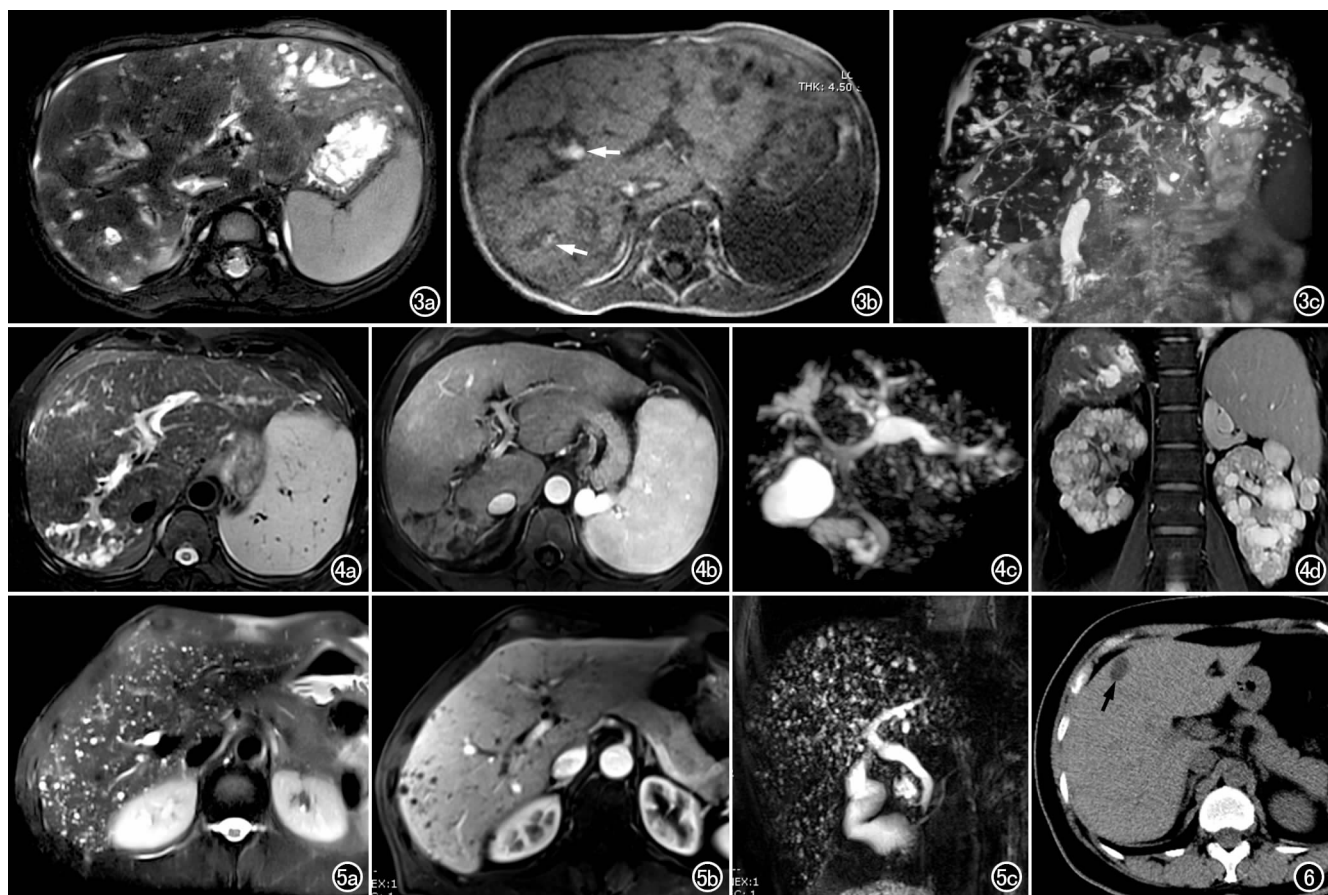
Caroli 病(I 型)。a) 压脂 T_2 WI 示肝内多发囊性灶,呈高信号(箭); b) T_1 WI 示病灶呈低信号,其内可见结石呈高信号; c) MRCP 示病灶与胆管树相通。图 4 Caroli 病(II 型)。a) 压脂 T_2 WI 示第 VII 段肝叶内多发囊性灶; b) MRCP 示病灶与肝内胆管相通,部分胆管呈节段性狭窄及扩张; c) T_1 WI 增强扫描示患者合并肝硬化、脾大及门脉高压; d) 冠状面 T_2 WI 示髓质海绵肾。图 5 胆管错构瘤。a) 抑脂 T_2 WI 示肝内多发粟粒状囊性灶,呈高信号; b) 对比增强 T_1 WI 示病灶无强化; c) MRCP 示病灶与肝内胆管不相通。图 6 纤毛前肠囊肿。CT 平扫示病灶(箭)位于 IV 段肝包膜下区,呈稍低密度,边界清晰。
